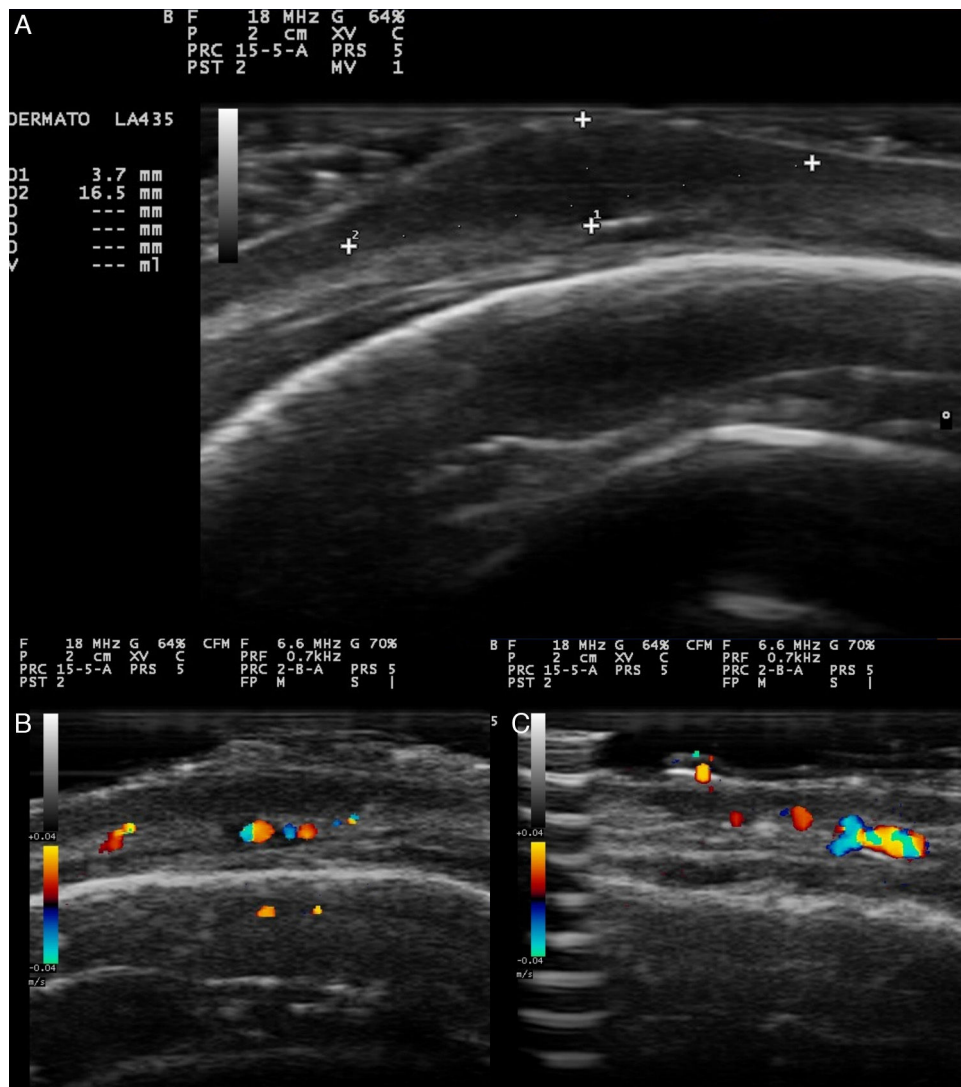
A. Nódulo hipoeicoico de bordes bien definidos donde los bordes son de una ecogenicidad ligeramente superior al centro. B. El doppler color mostraba un aumento de la vascularización y vasos de mediano calibre asimétricamente distribuidos en la base del nódulo. C. Aumento de la vascularización en la zona no nodular de la lesión.
